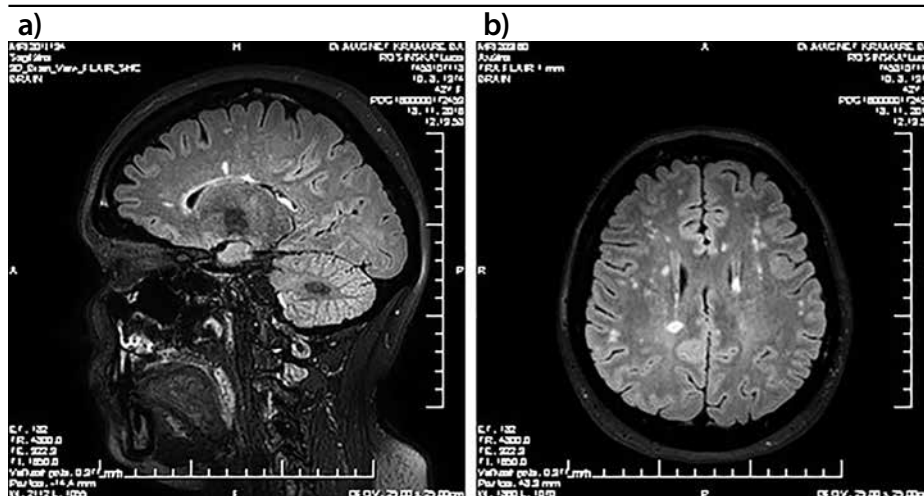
a, b, c. MRI mozgu – 12 lézií hypersignálnych v T2 a FLAIR periventrikulárne a paraventrikulárne supratentoriálne aj s nasadením na corpus callosum a infratentoriálne ložisko v pedunculi cerebeli vpravo a susp. i v medula oblongata vľavo
